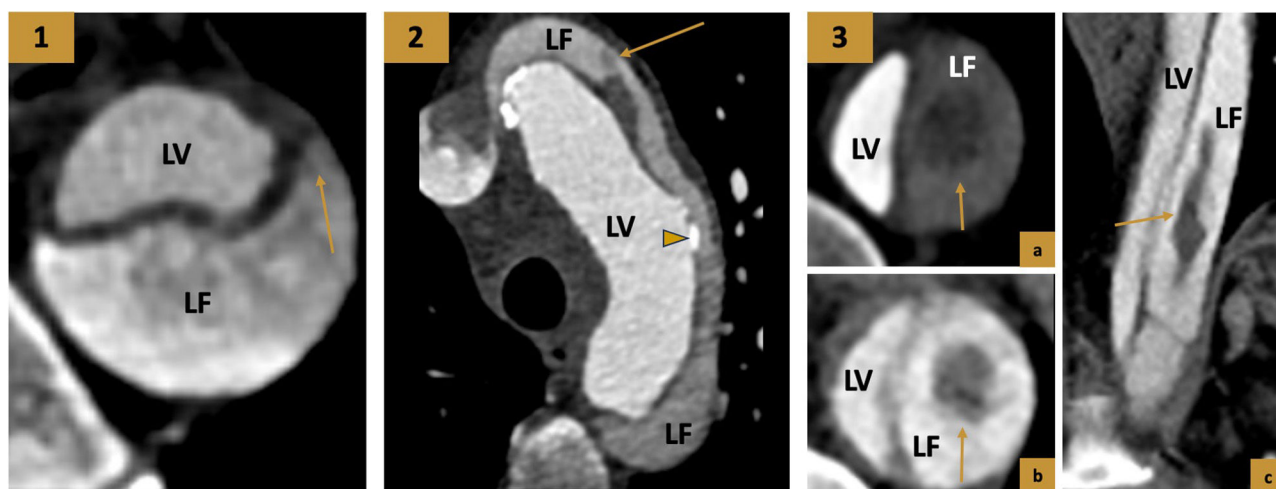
Características para diferenciar ambas luces. (1) Signo del pico. TC con contraste en fase arterial, corte axial. El *flap* *íntimomedial* forma un ángulo agudo con la pared externa de la luz falsa (flecha). (2) TC con contraste en fase arterial, corte axial. Signo de la telaraña y calcificaciones intimales. Banda de baja atenuación lineal (flecha) en el interior luz falsa que representan fragmentos de la capa media desgarrados. Calcificaciones intimales desplazadas al interior de la luz y en la pared externa de la luz verdadera (cabeza de flecha). (3) Formación de trombos en la luz falsa. (a y b) TC en fases arterial precoz y tardía, cortes axiales. Defecto de repleción en el interior de la luz falsa que persiste en la fase arterial tardía y que confirma la presencia de trombo. (c) TC con contraste en fase arterial tardía, corte coronal. Se identifica el defecto de repleción lineal elongado en relación con trombosis parcial de la luz falsa.
